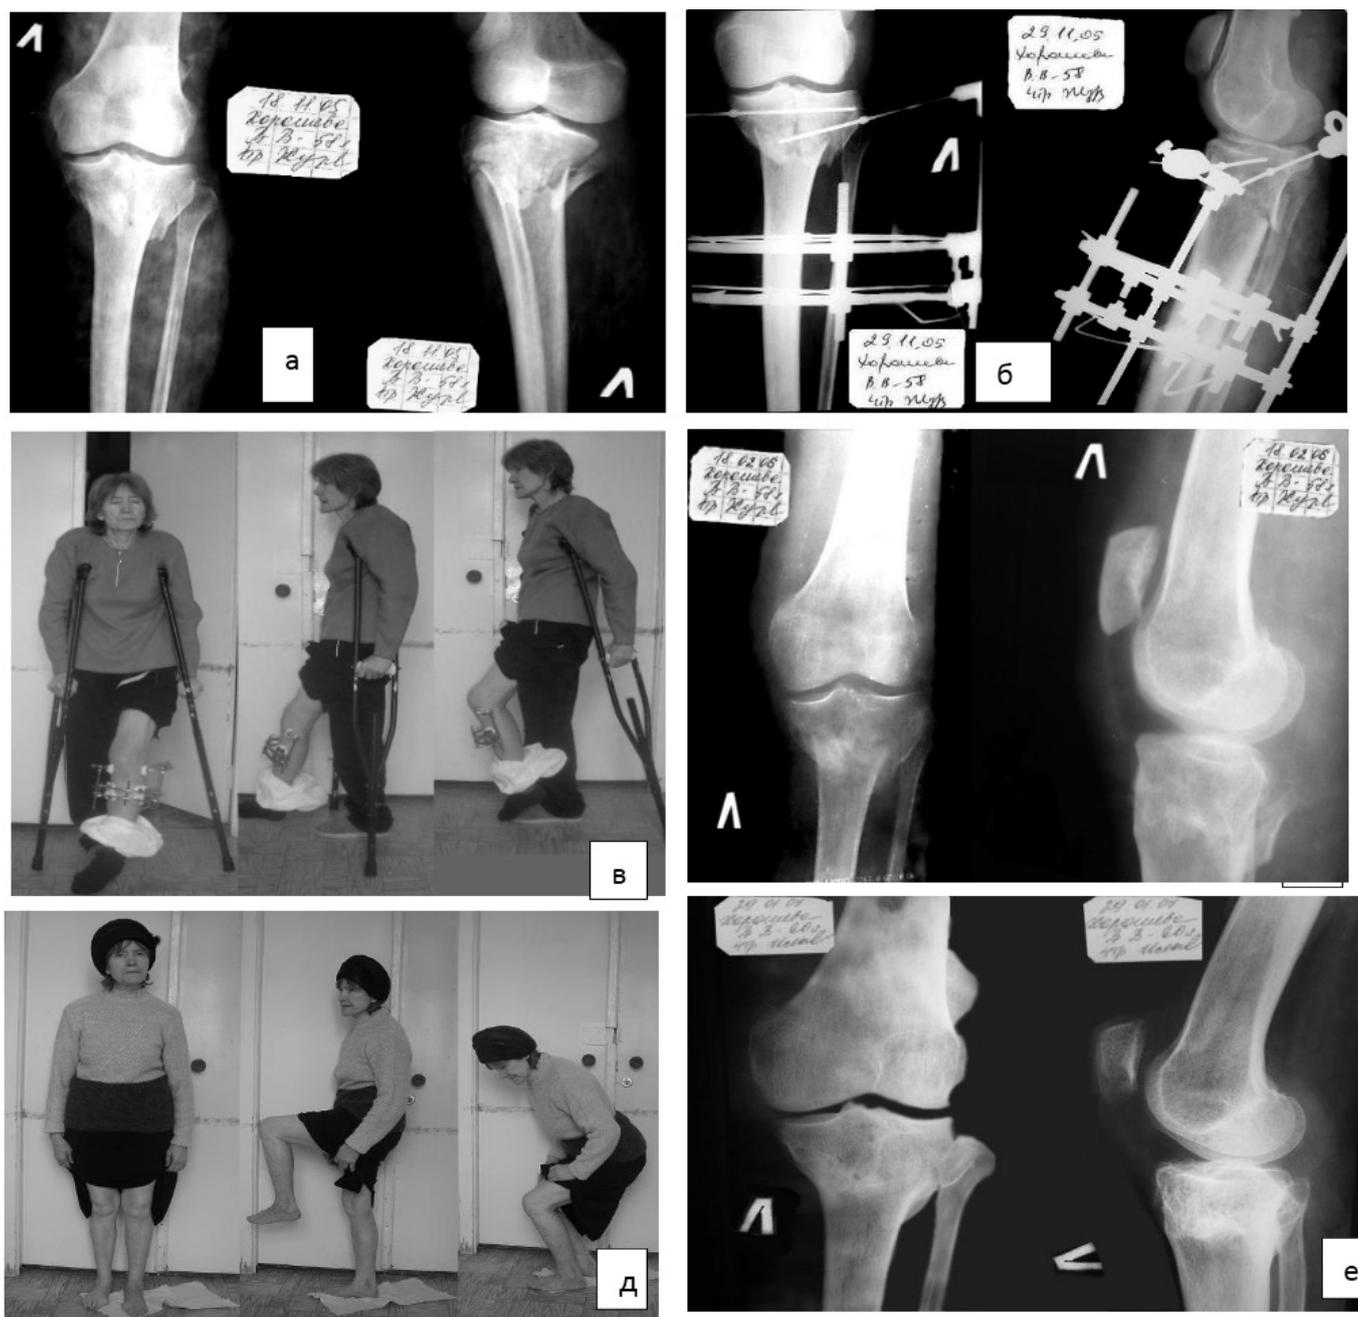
Больная X., 58 л., (медицинская карта стационарного больного № 18450), диагноз: «Закрытый перелом обоих мыщелков левой большеберцовой кости со смещением, гемартроз левого коленного сустава» а) при поступлении; б) рентгенограмма после операции. в) функция сустава на 30 день после операции. г) сращение перелома д) функция сустава через год после операции; е) рентгенограмма коленного сустава через 1 год после операции.
